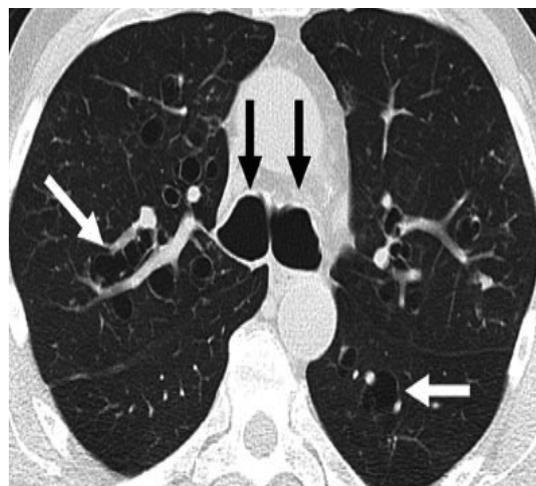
Трахеобронхомегалия, КТ ОГП.
